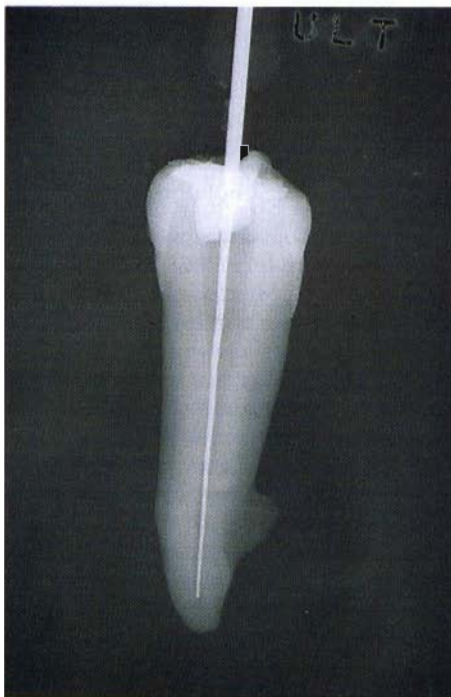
Radiografia del dente estratto, eseguita direzionando i raggi perpendicolarmente alla superficie vestibolare.
